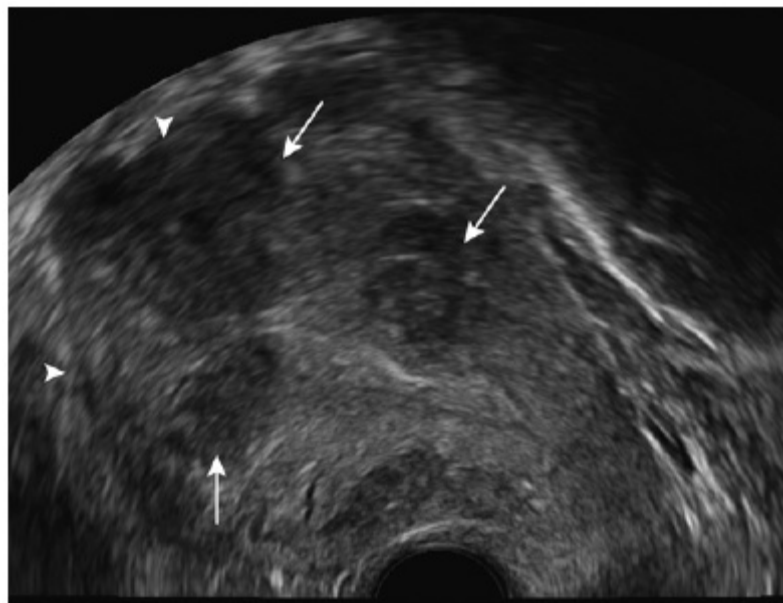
utérus polymyomateux en échographie endovaginale [80]
